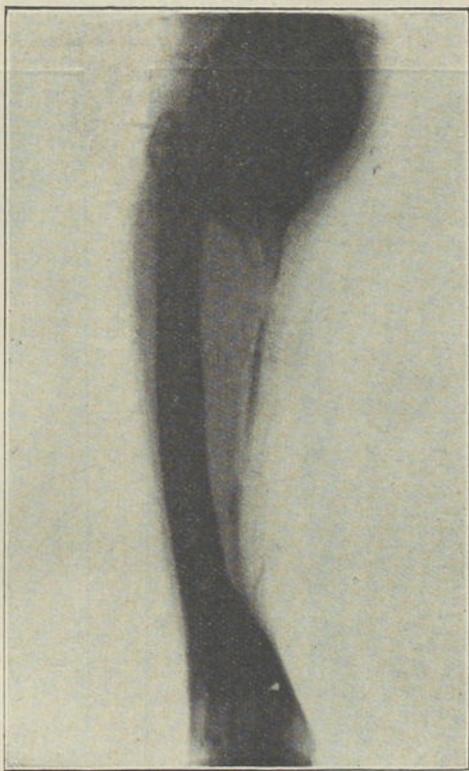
Radiografia antero-posterior.
